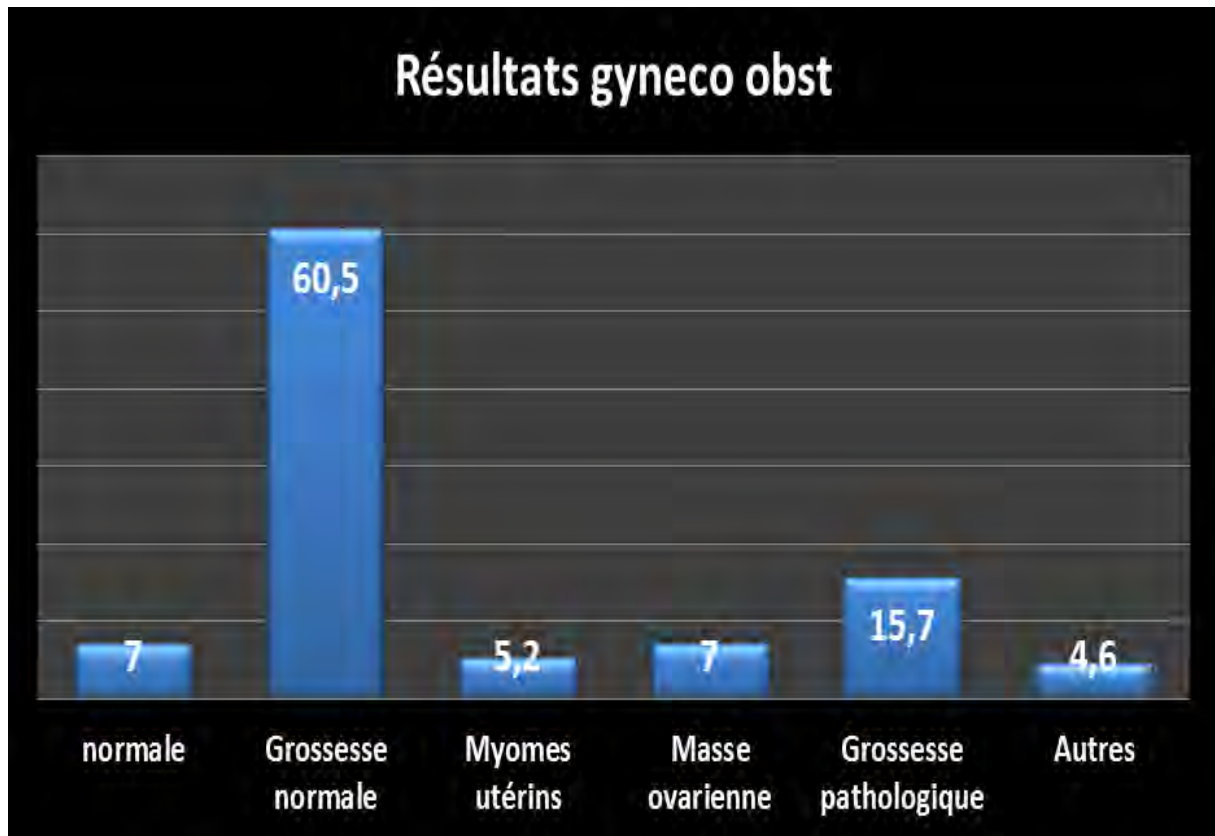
Répartition des résultats selon les échographies gynéco obstétricales.
